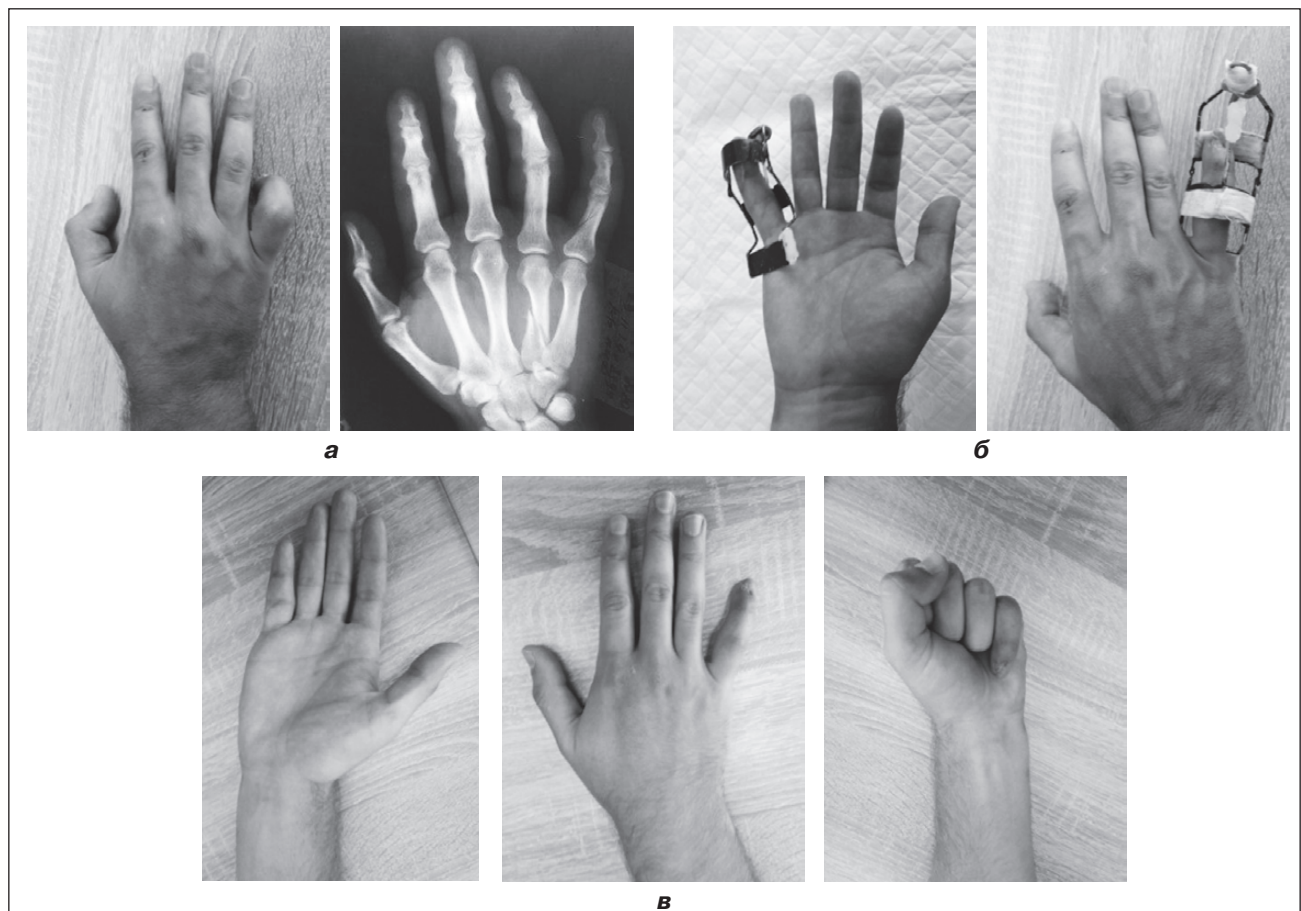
Застосування функціональної шини при згинальних контрактурах ПМФС: а — згинальна установка пальця до лікування, фотовідбитки рентгенограми V пальця; б — етап виведення в положення розгинання; в — віддалені результати
